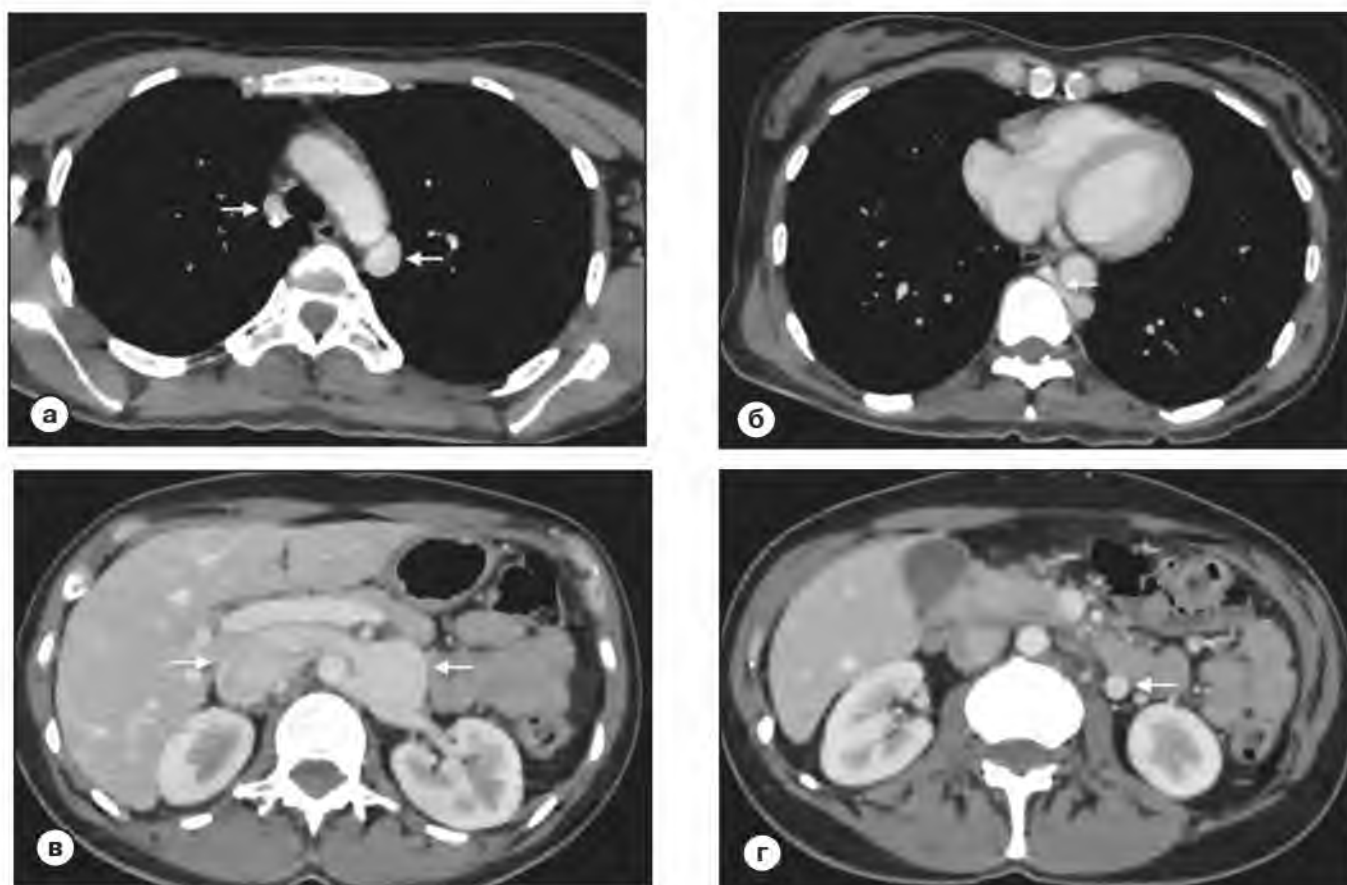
Компьютерная томография, венозная фаза, аксиальная проекция.
